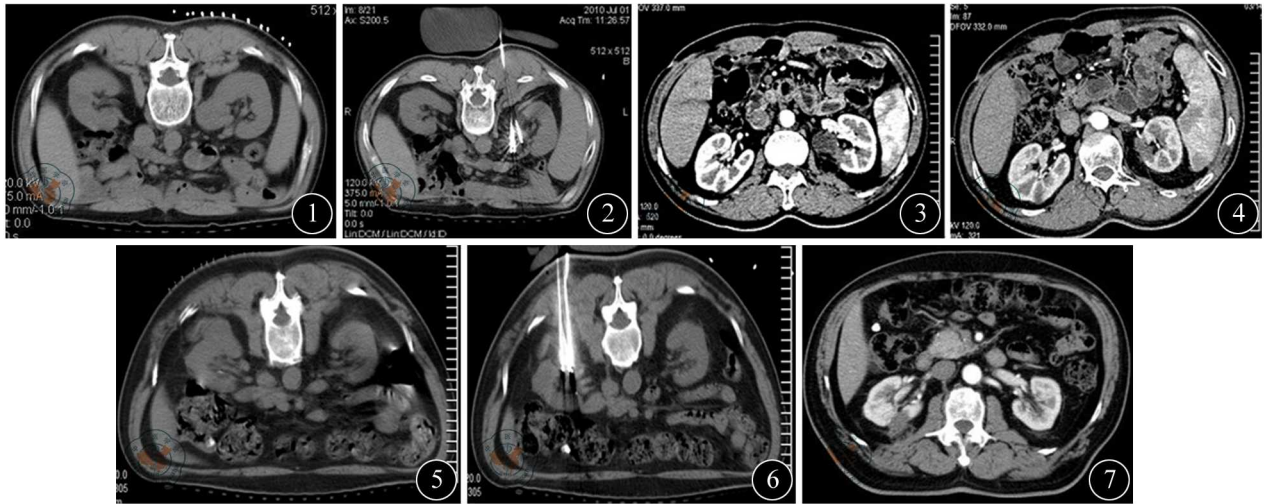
术前显示病灶大小及位置,符合冷冻消融适应证 图2 与图1同一患者,术中冷冻探针适形布针,冷冻循环过后,冰球完全覆盖病灶 图3 与图1同一患者,3个月后复查增强CT消融范围内无明显强化,密度明显减低 图4 与图1同一患者,1年后复查增强CT病灶无明显强化,体积明显缩小 图5 术前显示病灶大小、位置 图6 与图5同一患者,术中冷冻探针适形布针,病灶完全被冰球覆盖 图7 与图5同一患者,3个月后复查增强CT病灶无明显强化,体积缩小,密度减低
